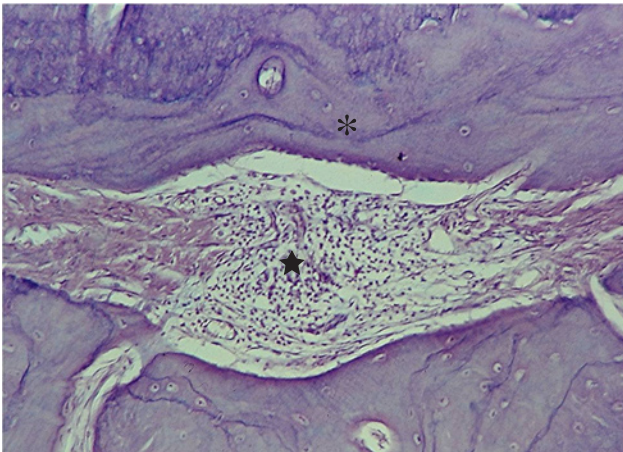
Grupo III – Discreta reação inflamatória com predomínio de células mononucleares é observada na região periapical (★) e deposição de cimento pouco celularizado (*) (HE, 125X).
